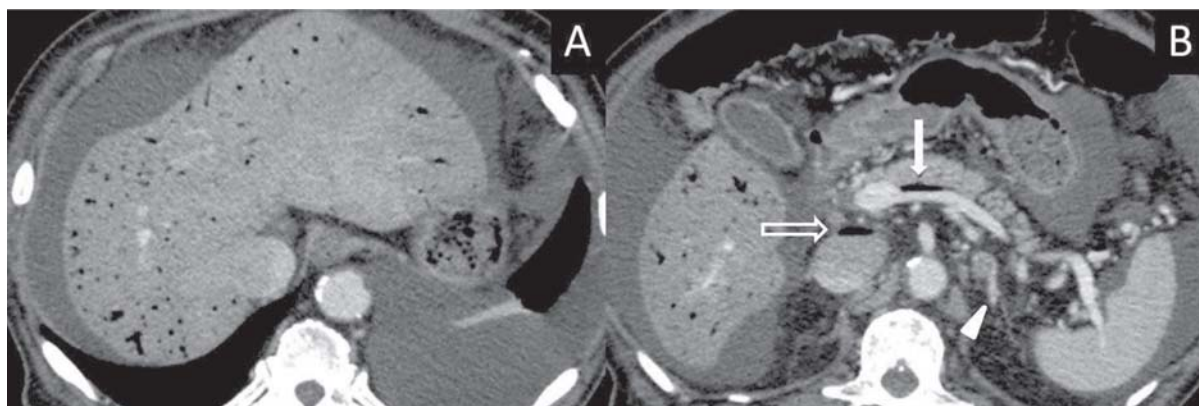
Abdominal CT scan showed ascites, hepatic portal vein gas (A), inferior vena cava gas (open arrow) and splenic vein gas (white arrow) and detected splenoportal shunts (white arrowhead) (B).
